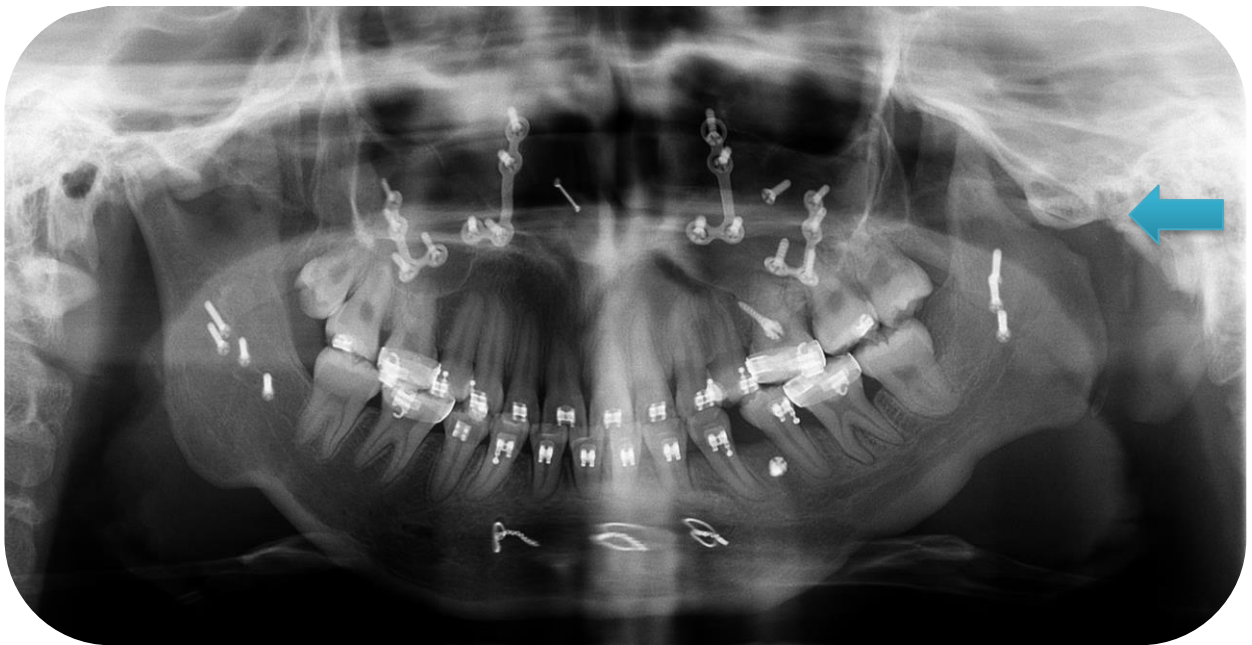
Radiografía panorámica 2013, a la edad de 10 años. Luego de las tres artroplastias.
